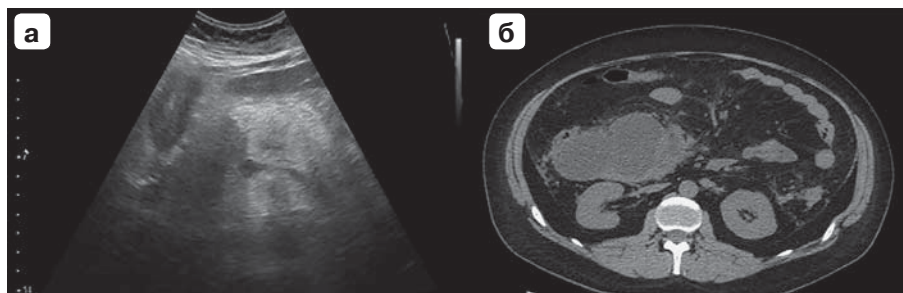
Пациент А., 56 лет, болен в течение 5 сут. а – ультразвуковое изображение инфильтрации парапанкреатической области, скопления жидкости в проекции головки поджелудочной железы, полученное в условиях ПДО, по шкале тяжести 18 баллов (высокий риск); б – нативное КТ-изображение осумкованного некротического скопления жидкости в проекции головки поджелудочной железы, полученное на 28-й день заболевания. По факту законченного случая заболевания установлена средняя степень тяжести. Находился в ОРИТ, длительность госпитализации составила 24 дня. Лечение получал консервативное.
